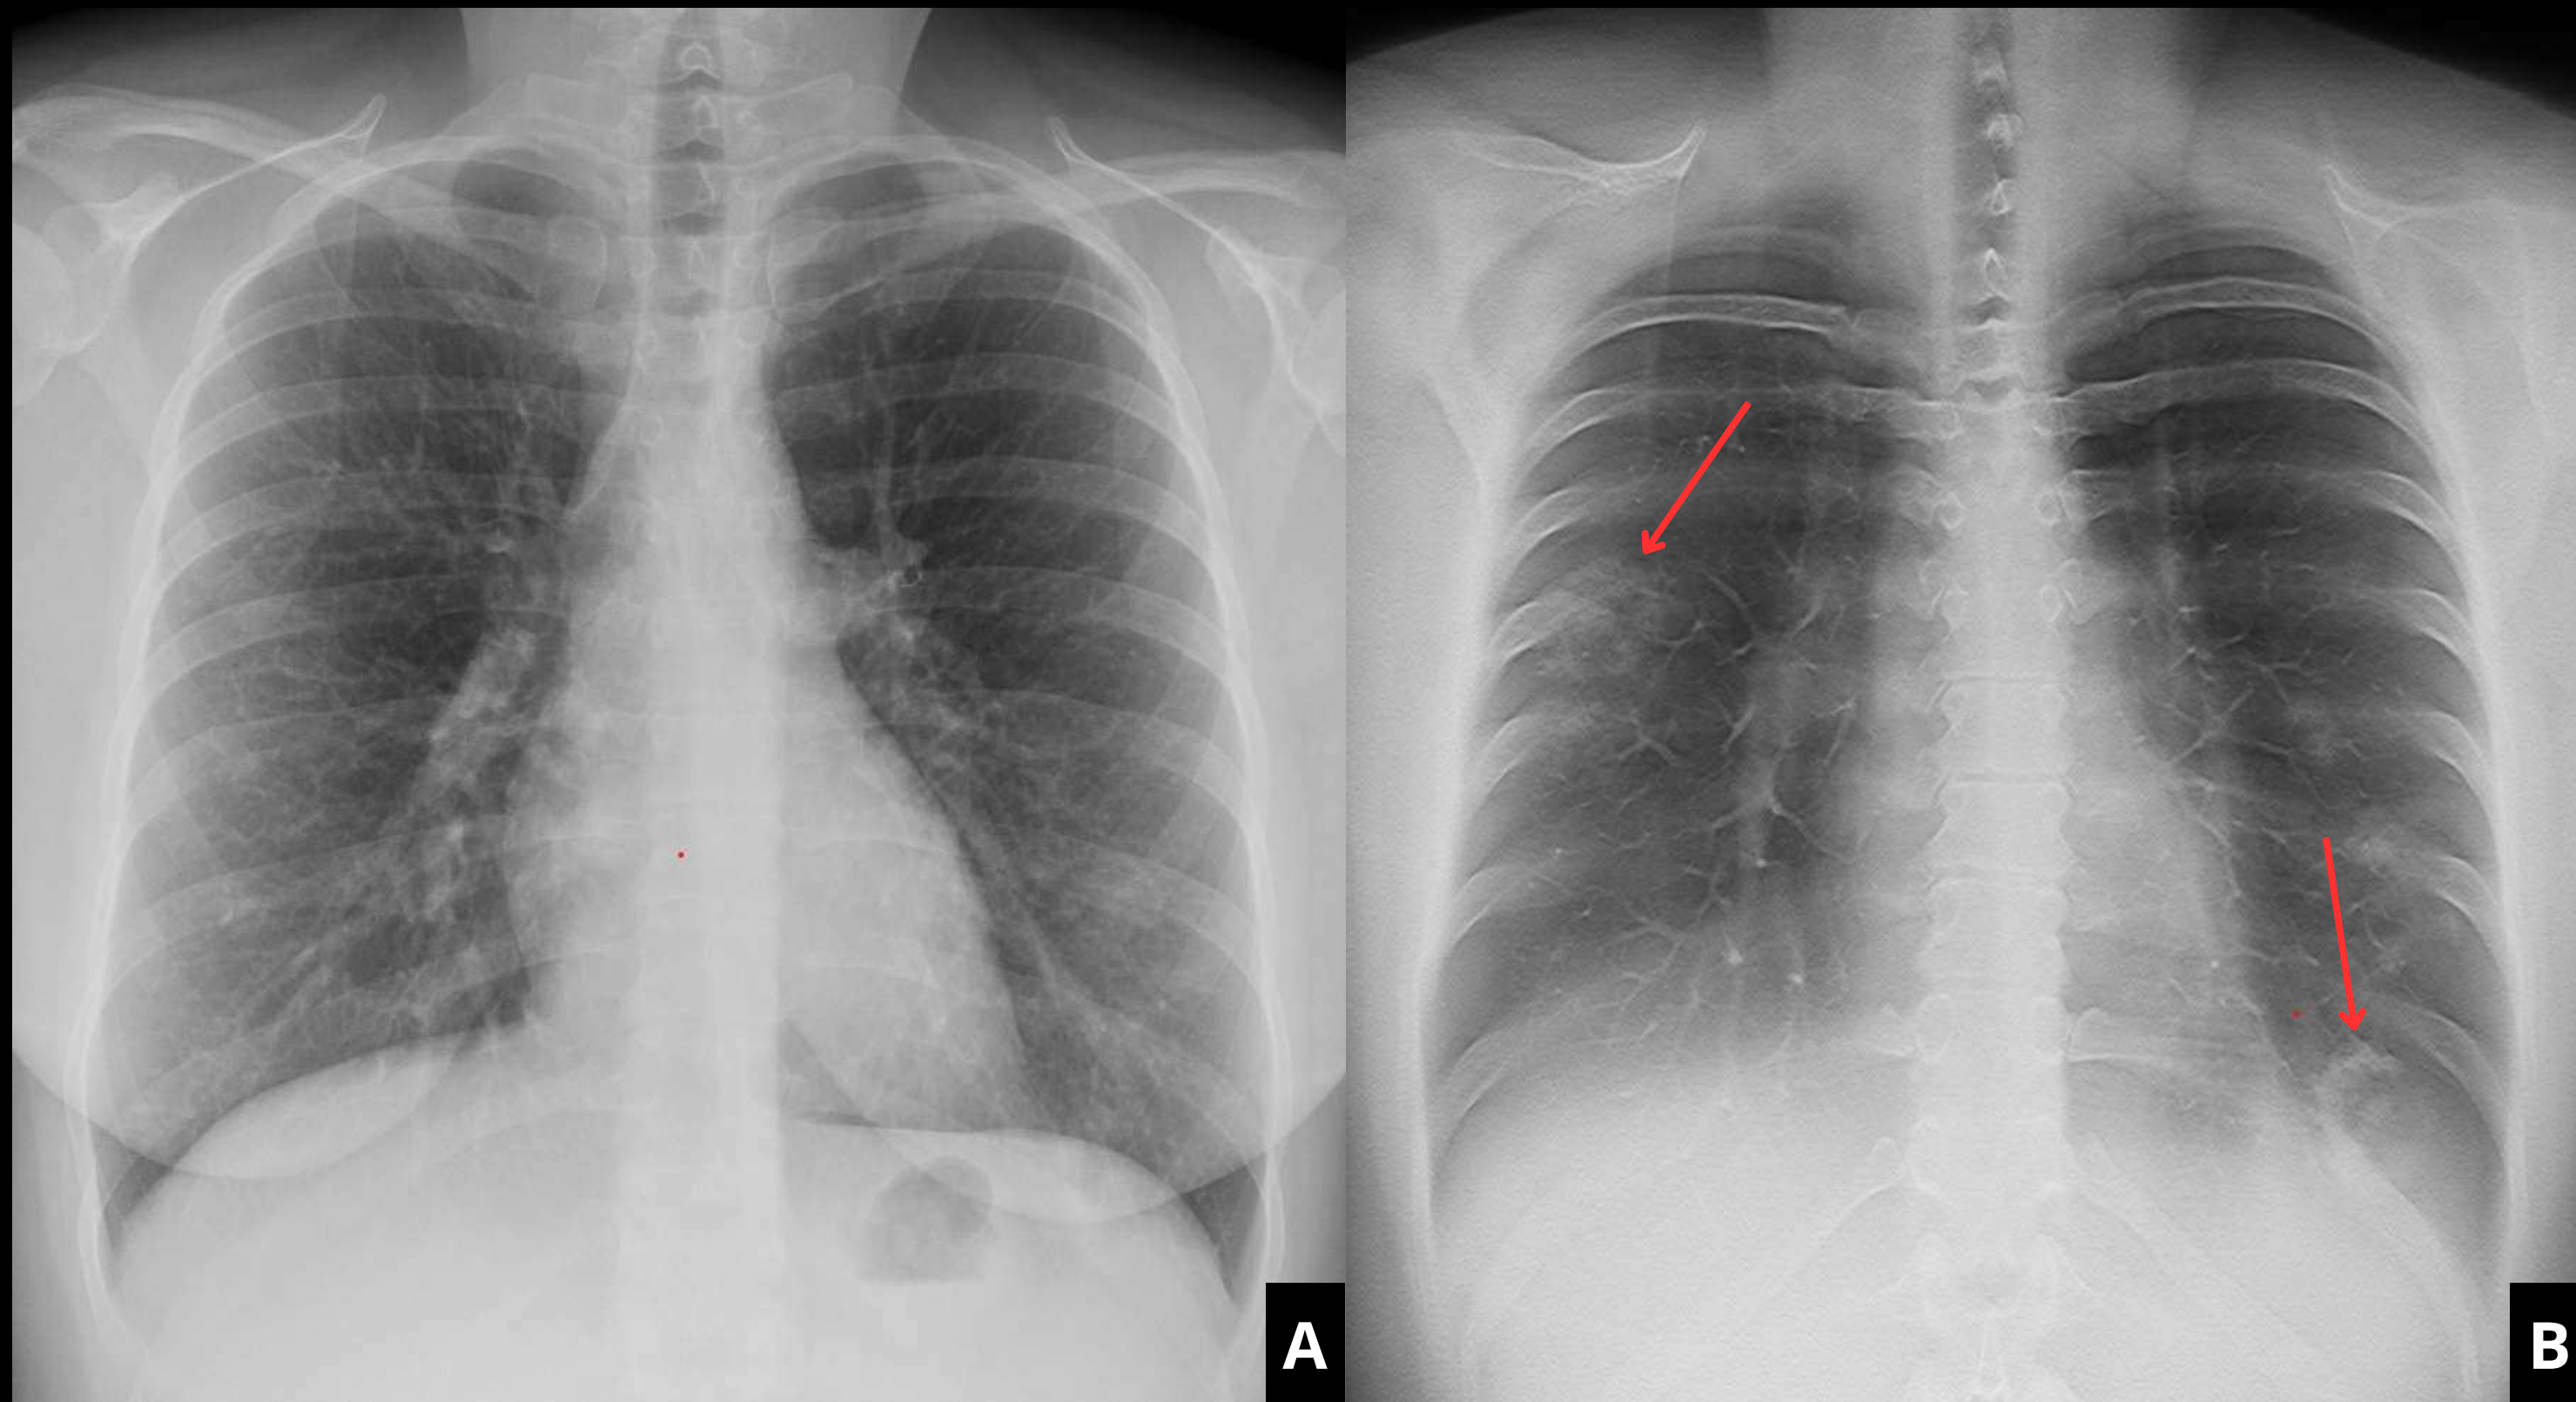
Radiografía de tórax PA (A) de un paciente SARS-CoV-2 positivo. En la tomosíntesis (B) realizada en el contexto pandémico de 2020, se observa el signo de la diana (flechas rojas) característico de la infección por este patógeno.
